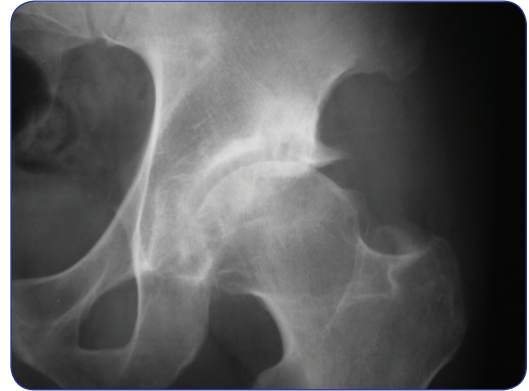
Radiografía de la cadera izquierda de un paciente de 48 años que muestra un PFA combinado tipo pincer y cam.
